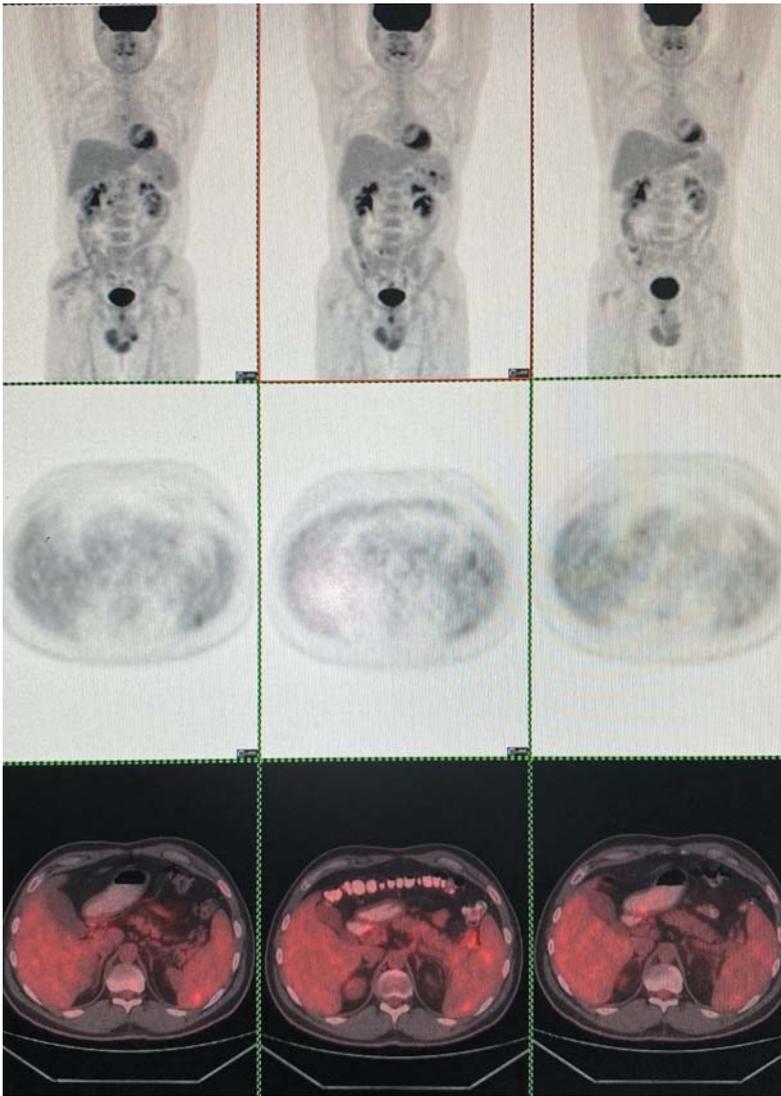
Пациент 1. а-в — результаты трех ПЭТ КТ от 01.07.2021, 19.10.2021, 10.02.2022:
